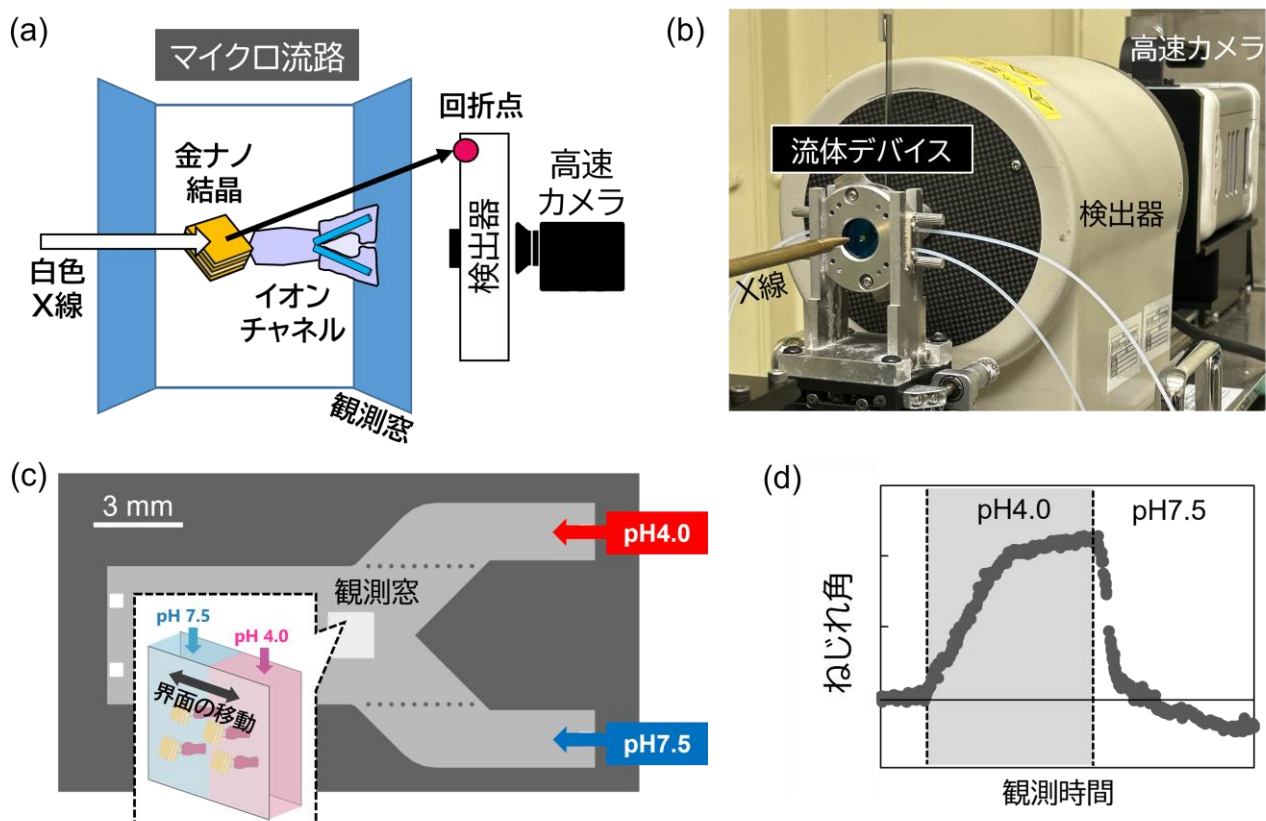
(a) X線動態計測の原理。(b) SPring-8に設置したX線動態計測システム。(c) 1分子計測中に酸性刺激を制御するためのマイクロ流体デバイスの概要。(d) 観測されたKcsAチャネルのねじれ角の解析結果。
